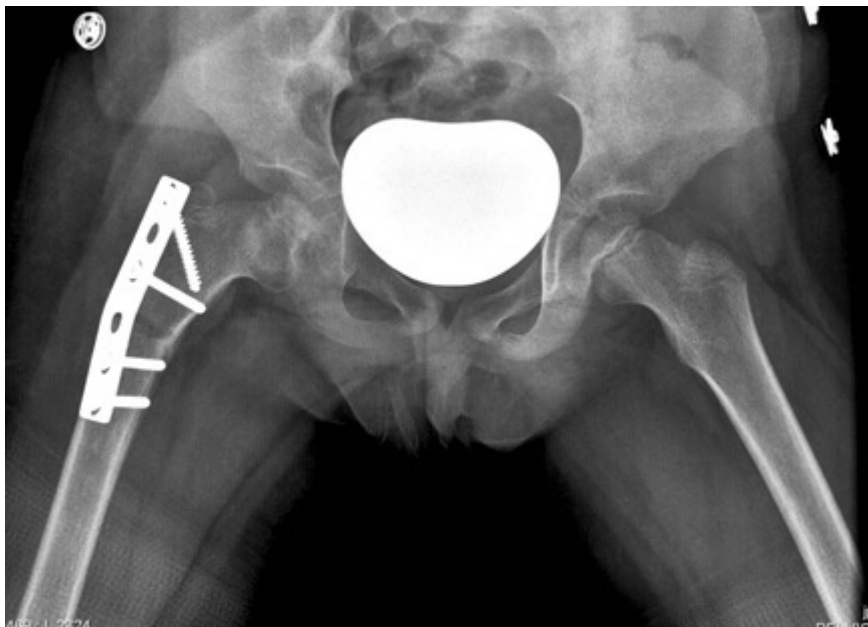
Radiografia pós-operatória em 4 semanas
